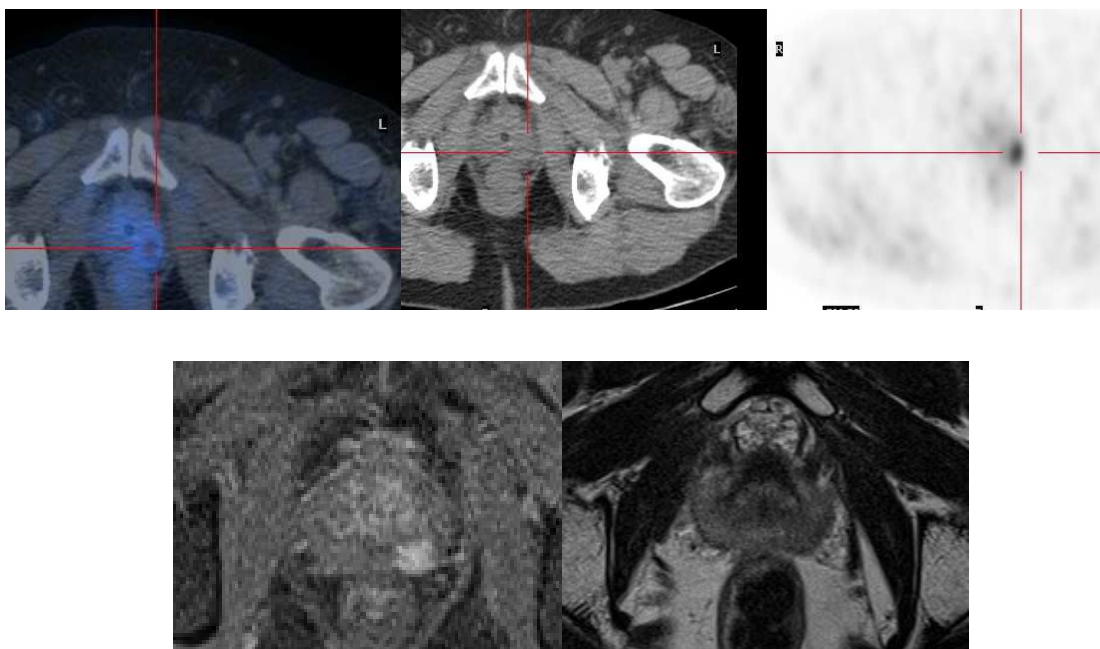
Caso2: Imágenes representativas de la localización de la recidiva en PET-CT colina (arriba) y RMmp (abajo)
